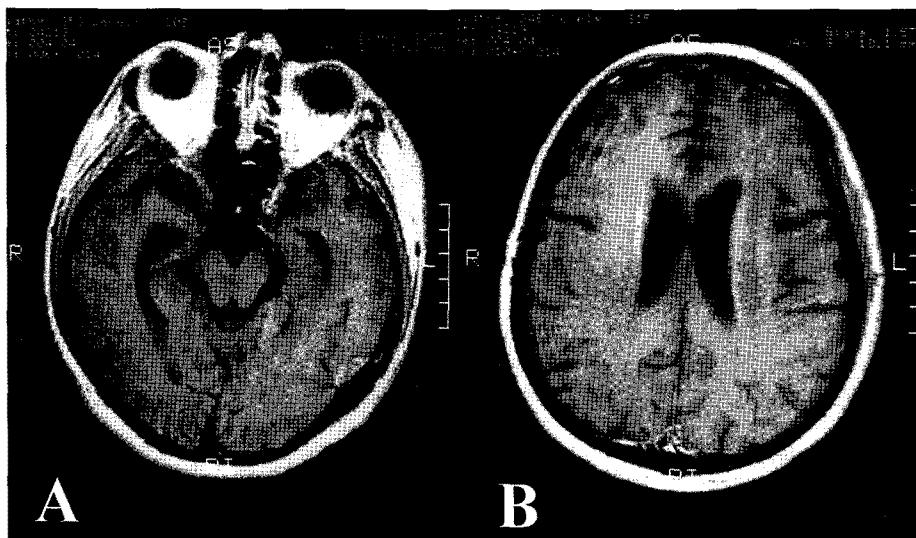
Brain MRI shows no evidence of abnormal enhancement along the meninges and brain parenchyma(A and B : T1 weight image)
